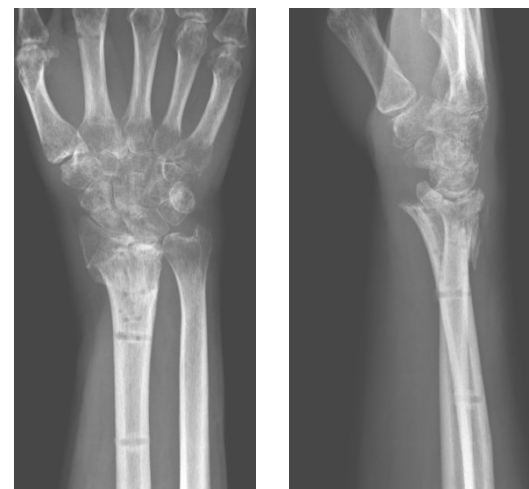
Röntgen a.p. und seitlich 2 Mo. posttraum. nach Fixateurabnahme
